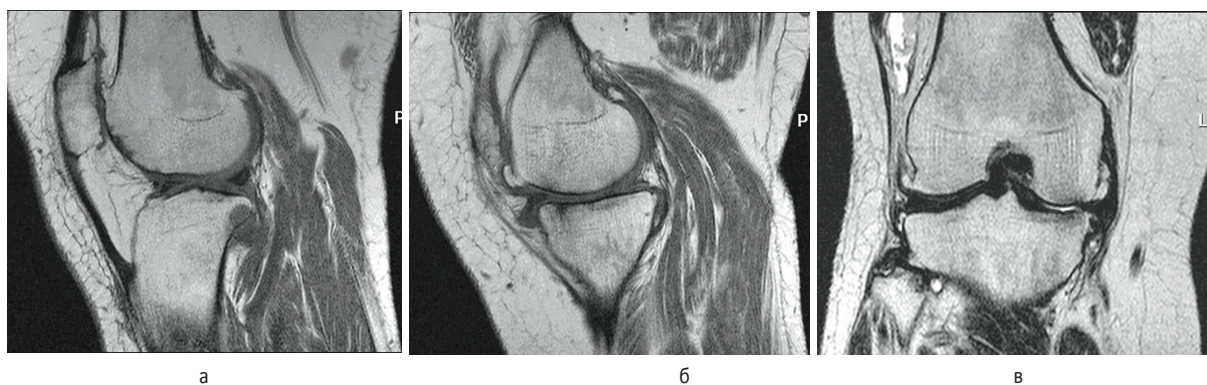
Состояние декомпенсации опорно-двигательных функций коленного сустава в отдаленном периоде травмы. МРТ левого коленного сустава пациента К., 49 лет, через 3 года и 11 месяцев T1/TSE в сагиттальной проекции (а), PD/W в коронарной проекции (б) и T2/TSE в коронарной проекции (в)
